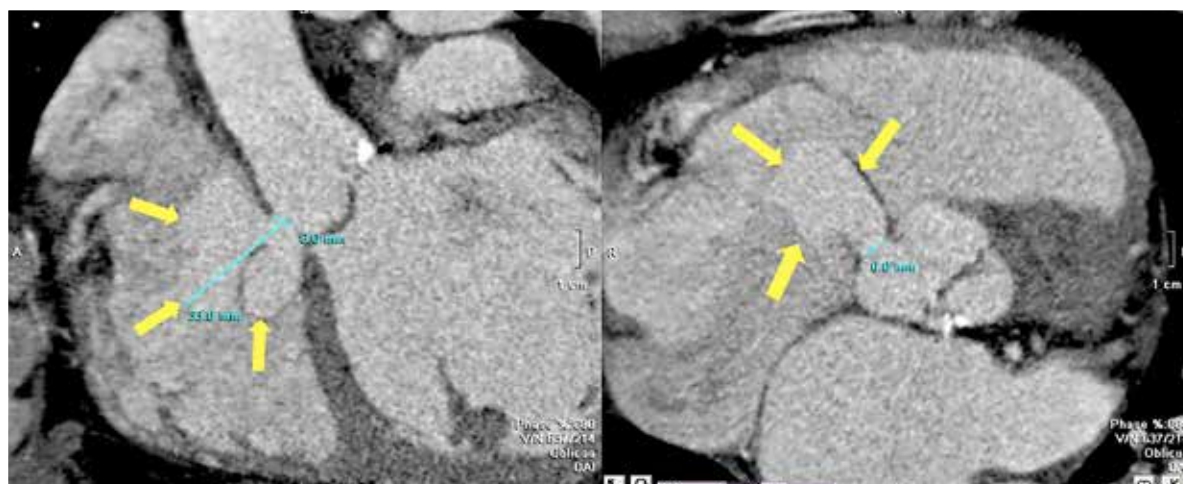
Angiotomografía cardíaca que muestra aneurisma del seno del Valsalva no coronariano fistulizado a aurícula derecha con cuello de 6 mm y profundidad de 33 mm (flechas amarillas).
